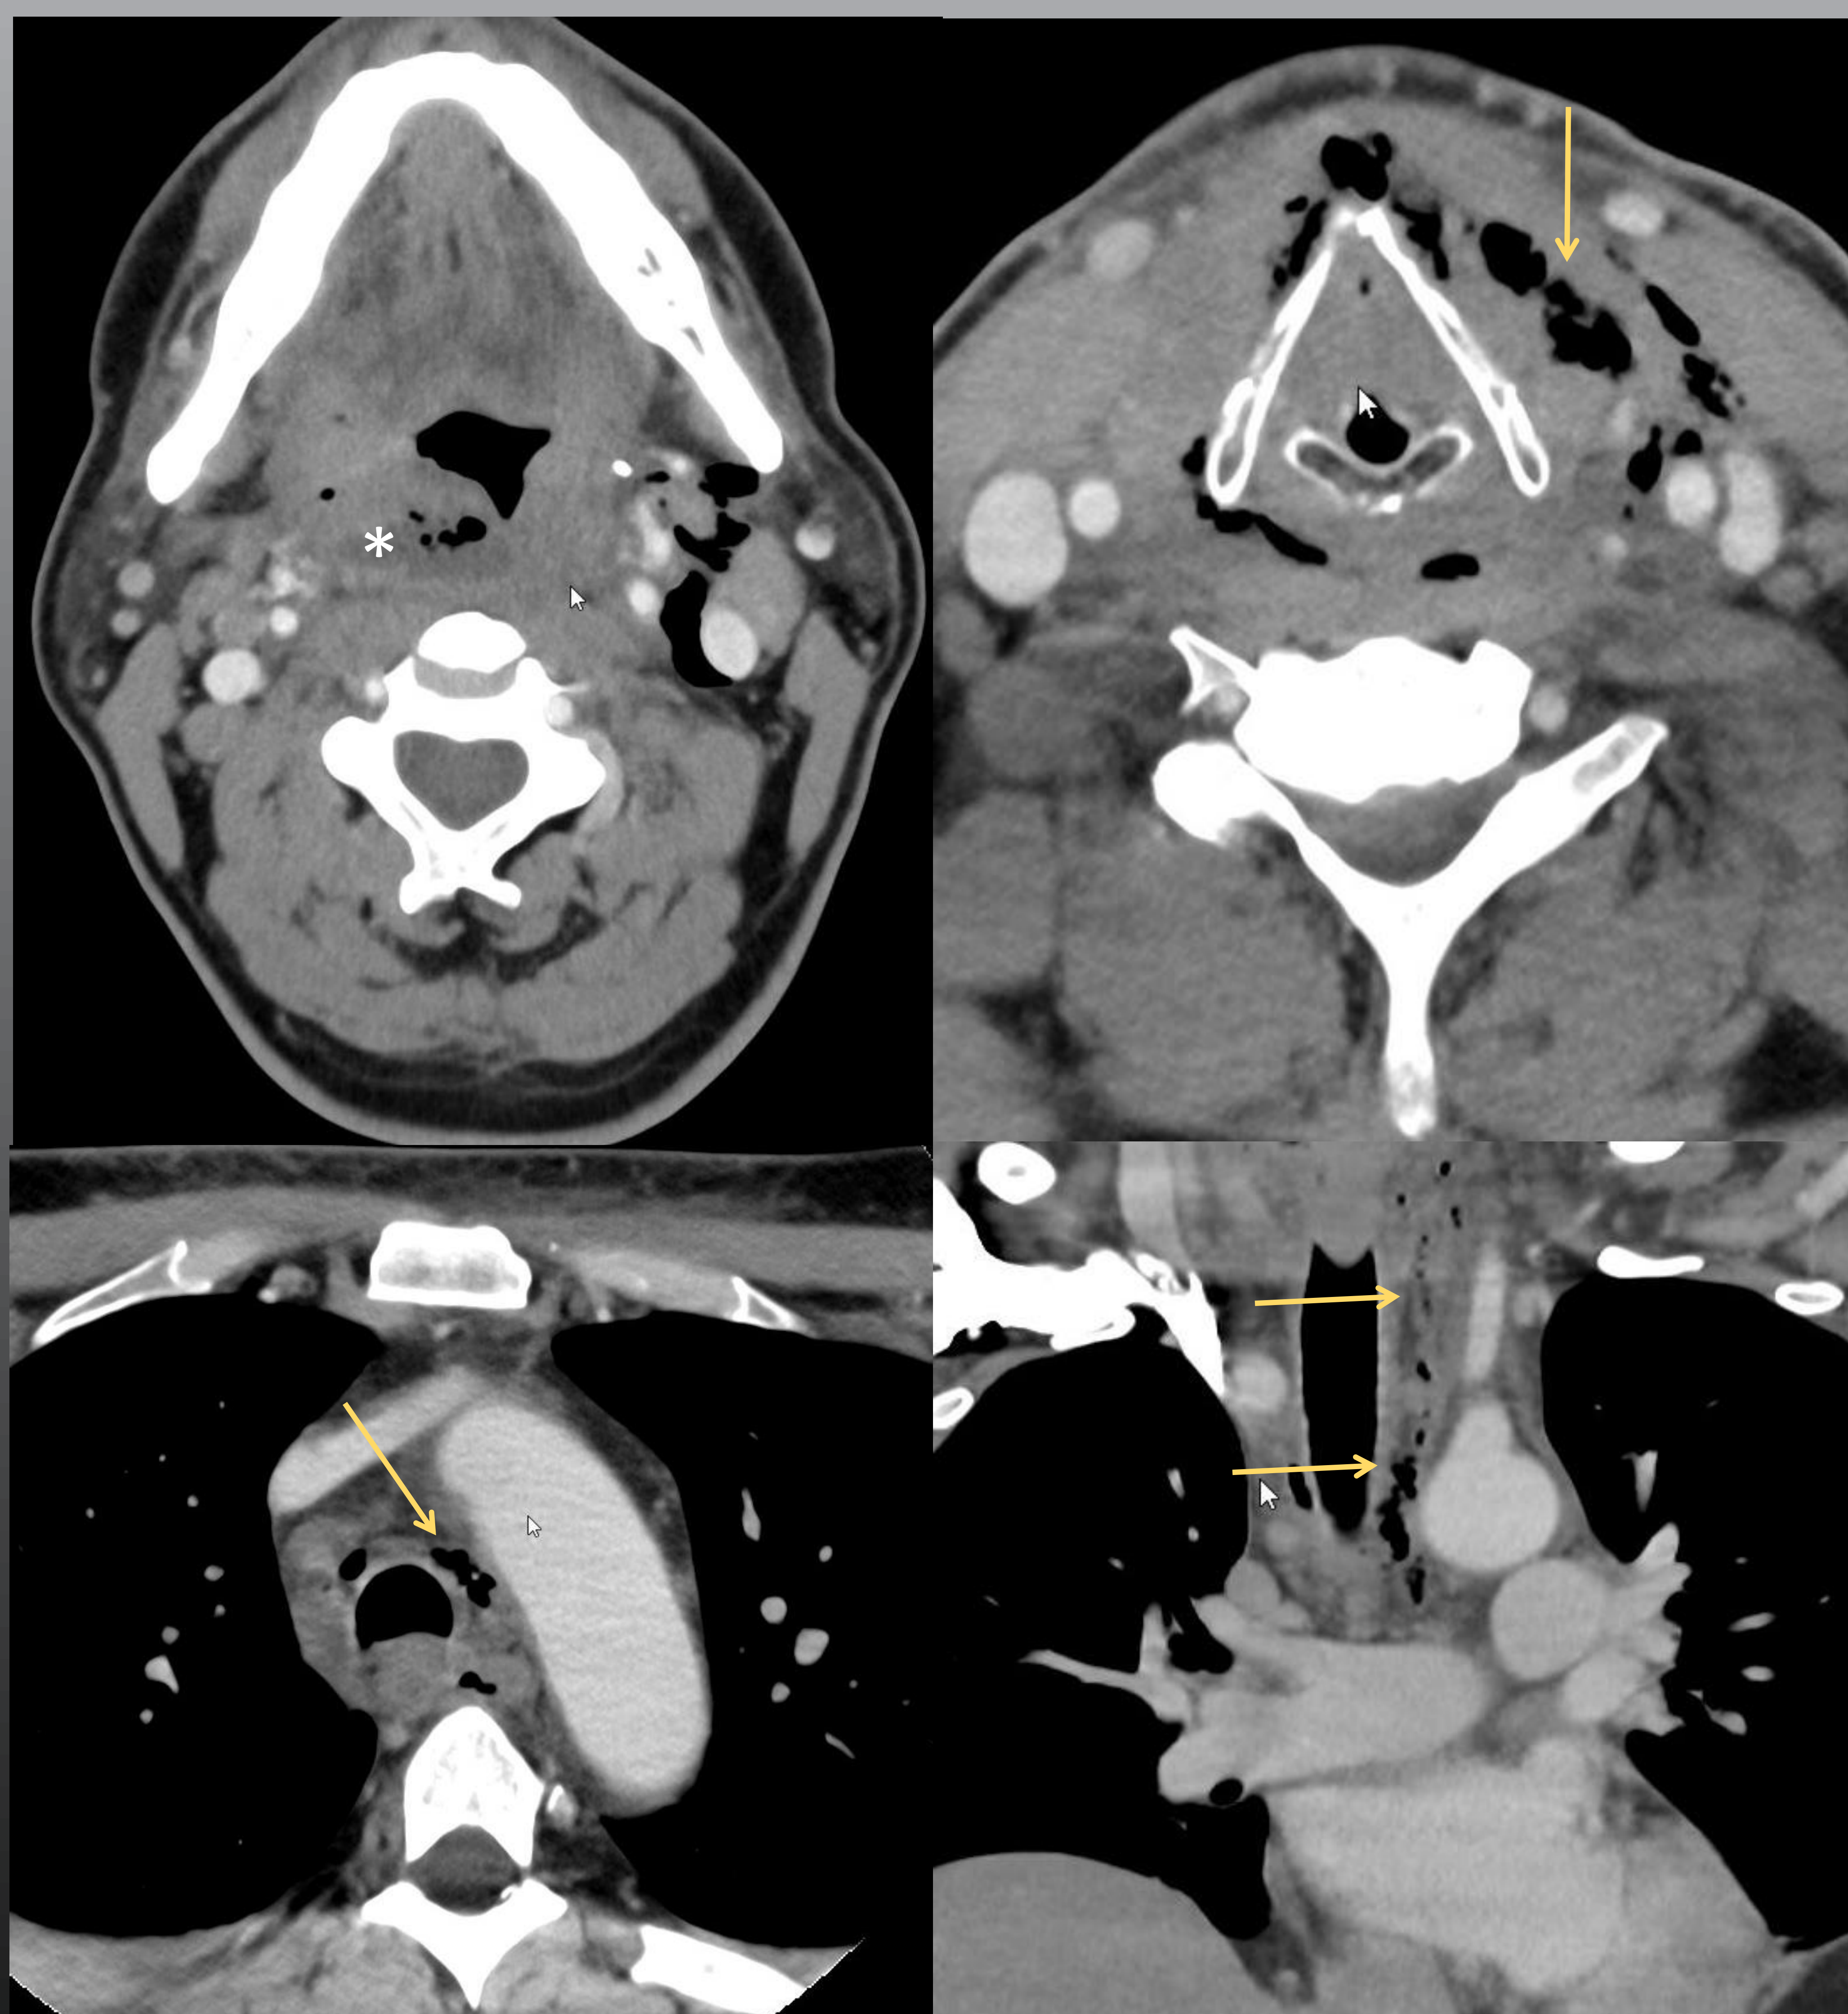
TC de paciente de 52 años con una MND tipo I (Endo et al.) donde se observa un absceso faríngeo (*) y una clara extensión caudal de las burbujas aéreas (flechas) que van disecando varios planos grasos cervicales hasta llegar al mediastino supracarinal. Se aisló *Streptococcus anginosus* como causante de la infección.
